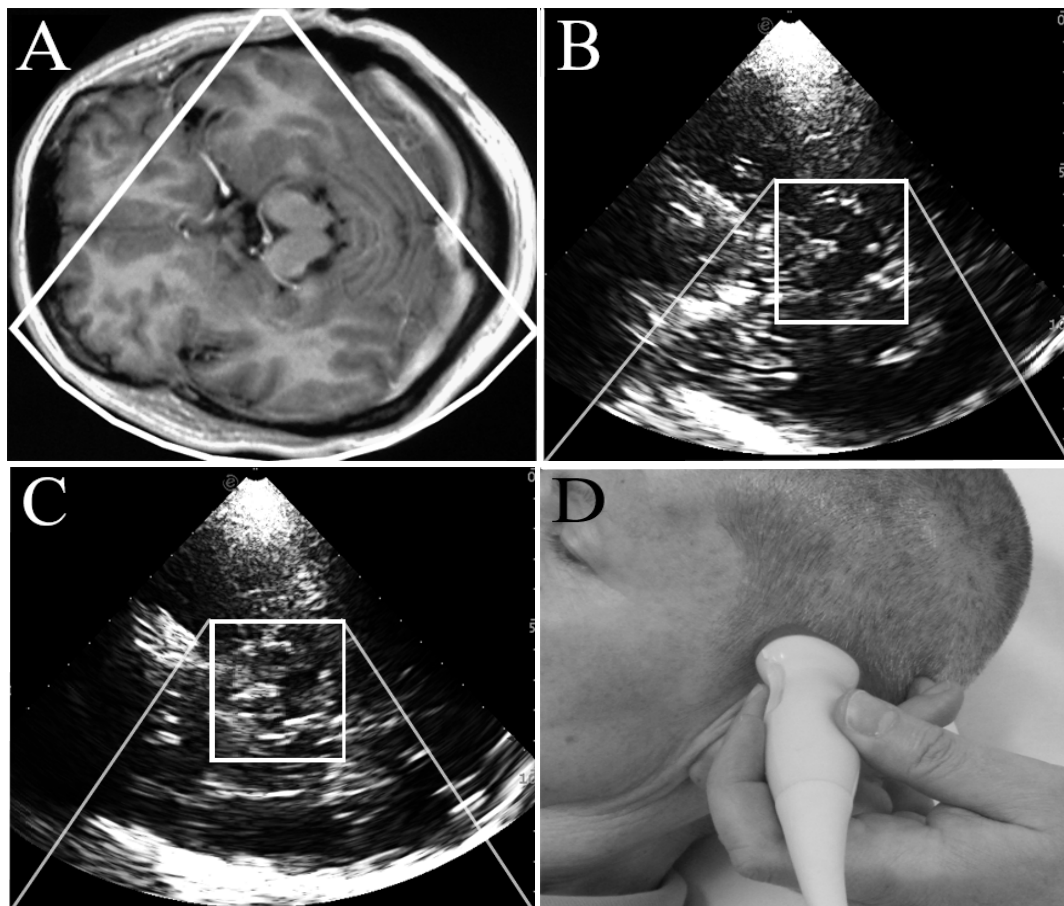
Transkranielle Sonographie der Substantia nigra modifiziert nach (98)
